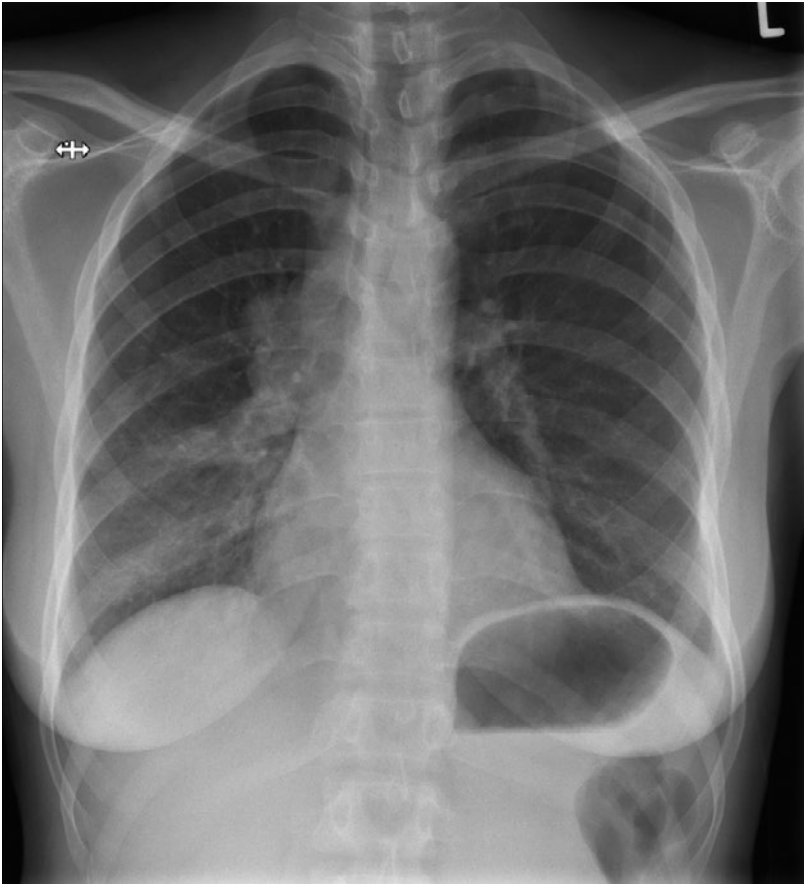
Radiographie thoracique d'une patiente avec sarcoïdose pulmonaire de stade I.
